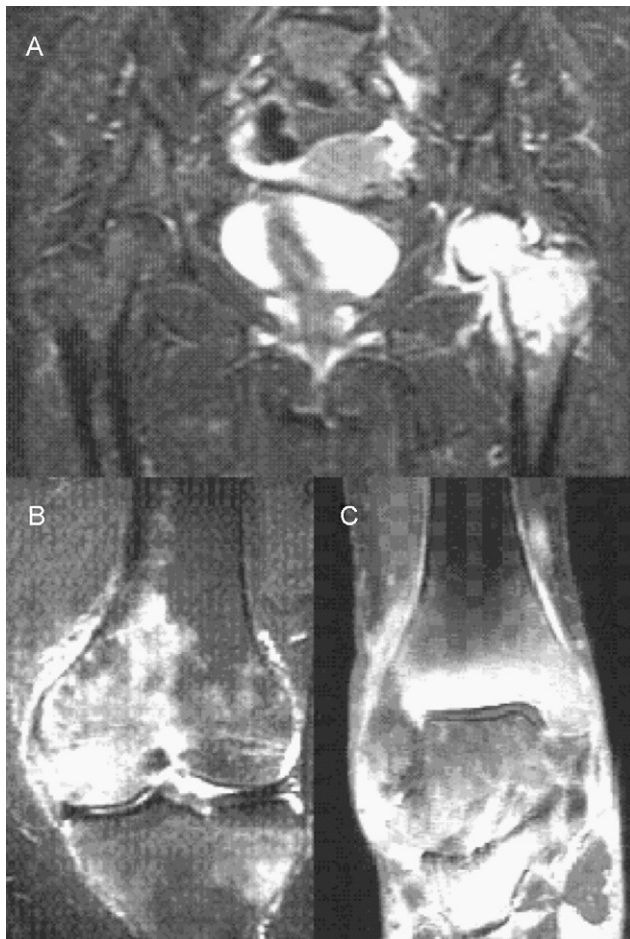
Secuencia de imágenes de resonancia magnética. A) Caderas. B) Rodilla izquierda. C) Tobillo derecho.
